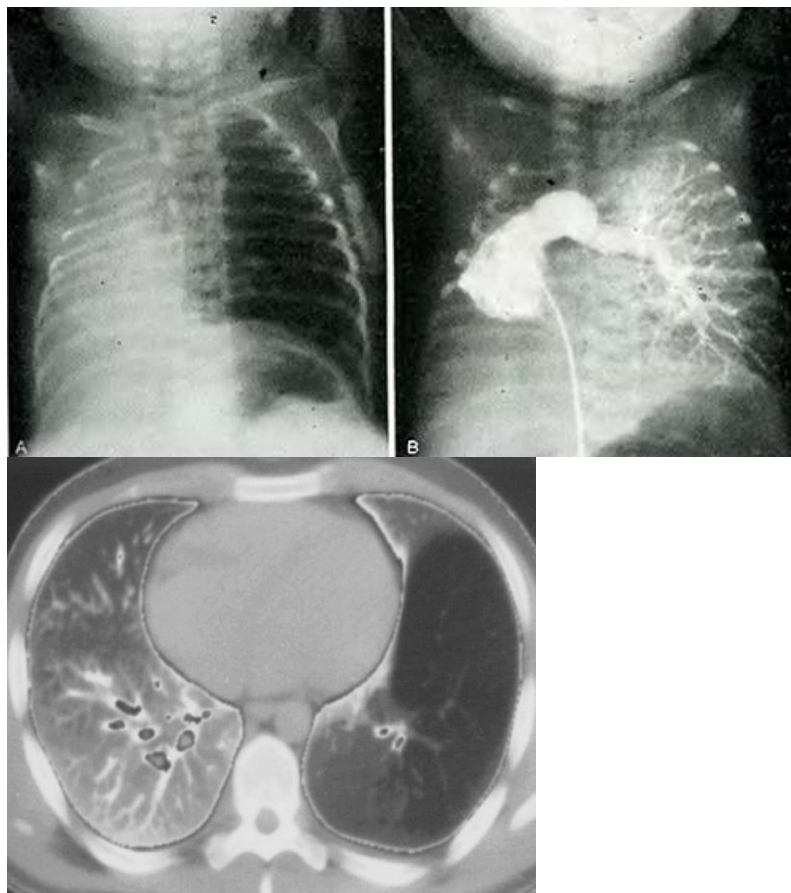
Лобарная эмфизема левого легкого (обзорная R-грамма, ангиопульмограмма, КТ )
